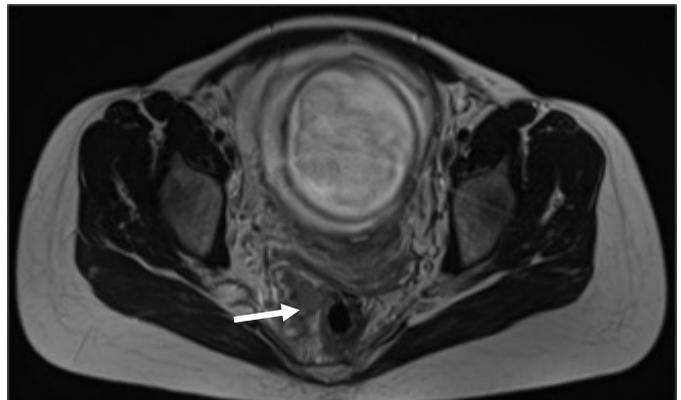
Resonancia magnética nuclear de alta resolución, corte axial T2. Lesión isointensa a las partes blandas a nivel del recto, entre las horas 10 y 11 que se extiende hacia la grasa mesorrectal (flecha), cercana a la cabeza fetal.
